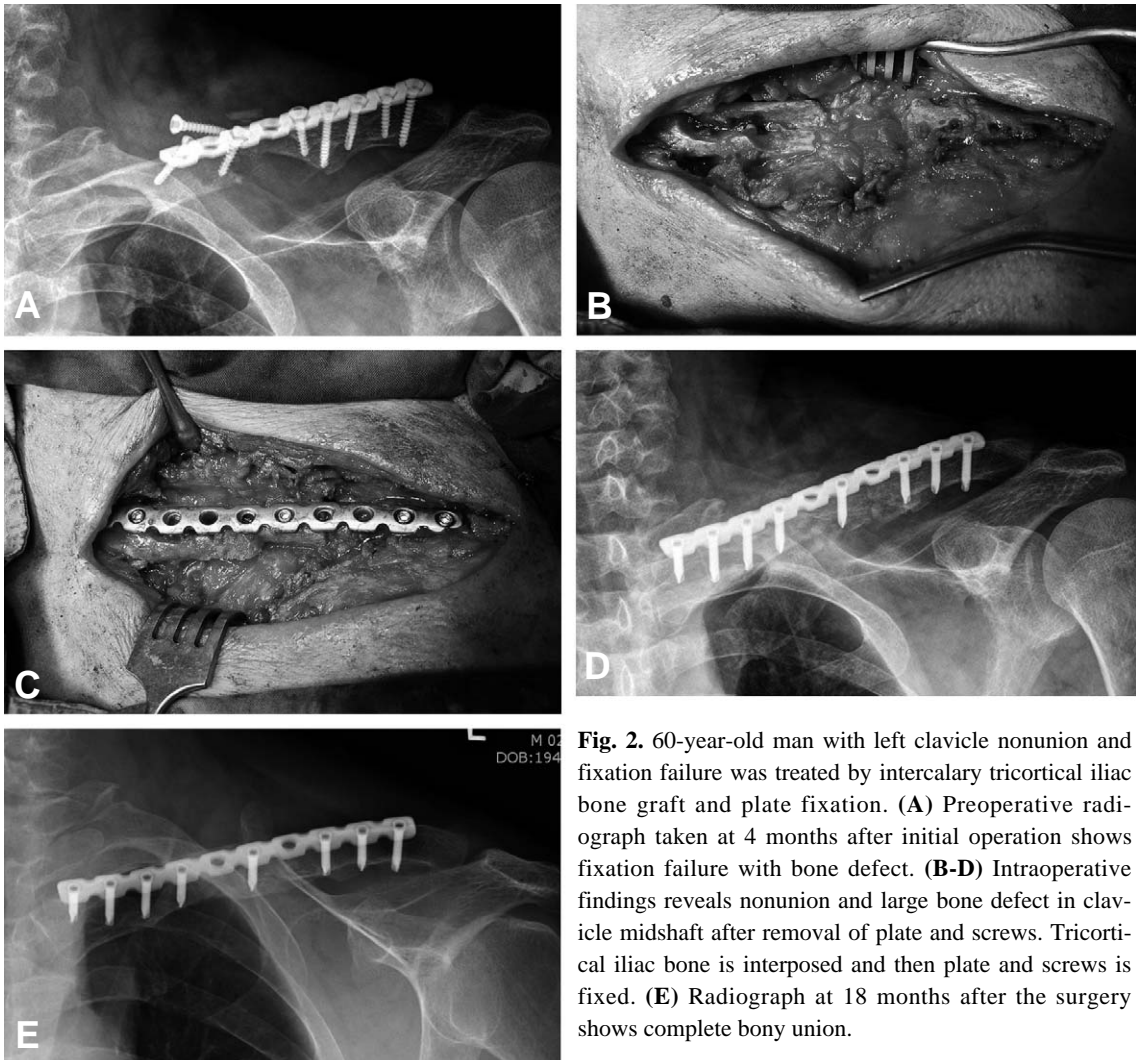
60-year-old man with left clavicle nonunion and fixation failure was treated by intercalary tricortical iliac bone graft and plate fixation. (A) Preoperative radiograph taken at 4 months after initial operation shows fixation failure with bone defect. (B-D) Intraoperative findings reveals nonunion and large bone defect in clavicle midshaft after removal of plate and screws. Tricortical iliac bone is interposed and then plate and screws is fixed. (E) Radiograph at 18 months after the surgery shows complete bony union.
